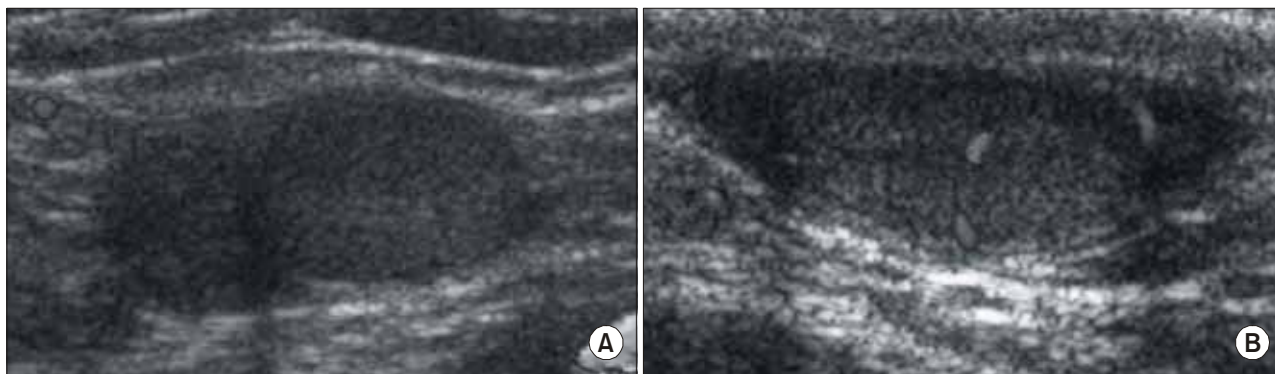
Longitudinal color Doppler view of the symptomatic undescended testis shows complete absence of detectable testicular blood flow (A), the contralateral testis shows a few detectable blood flows (B).
